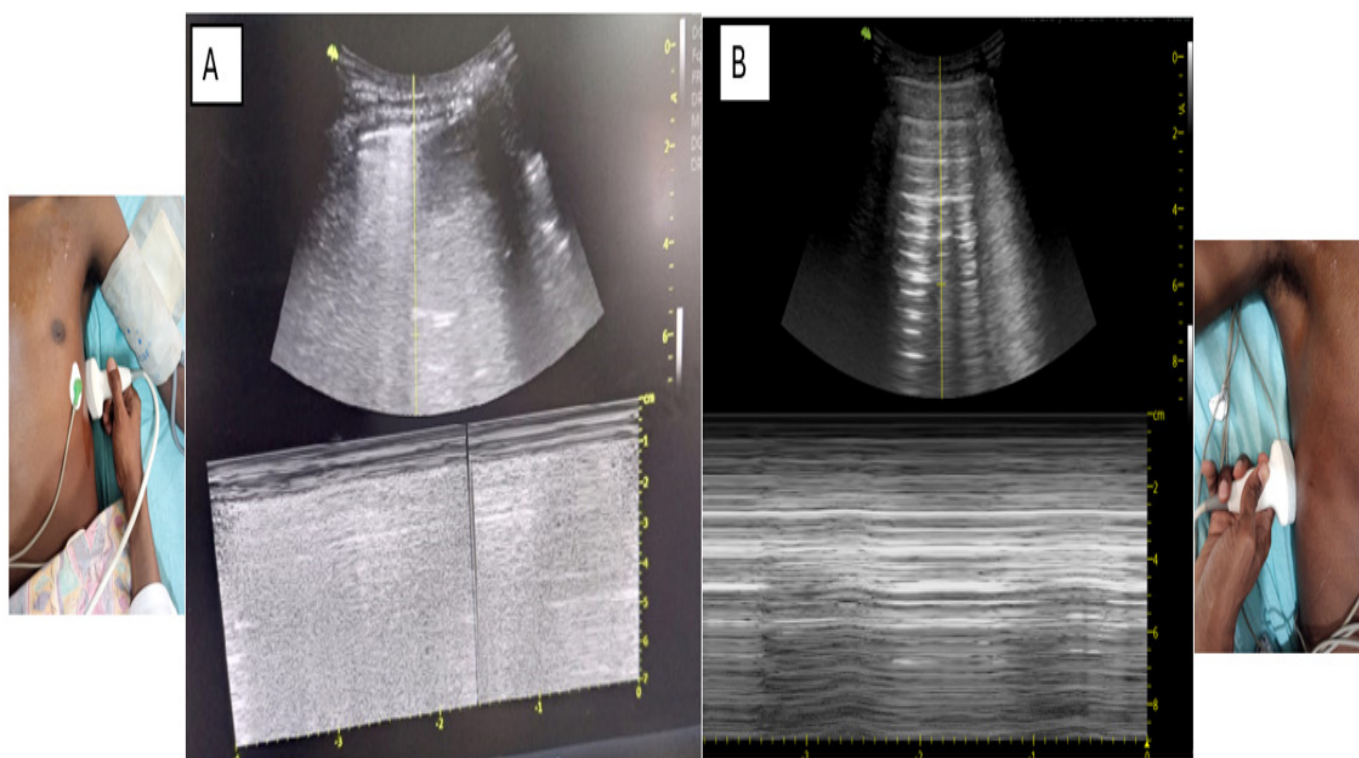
échographie pleuropulmonaire, avec mode TM
